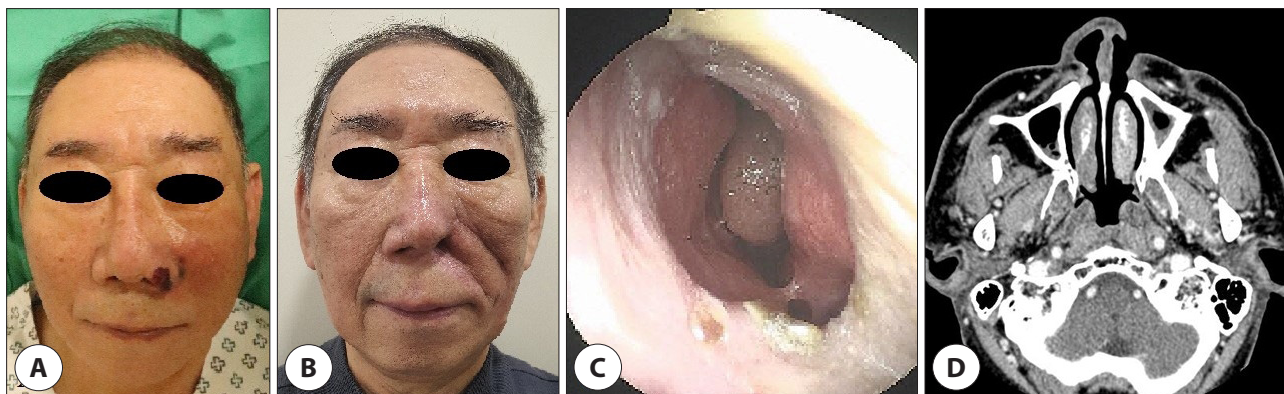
Preoperative and postoperative clinical findings and postoperative CT imaging. (A) Preoperative facial photograph, (B) postoperative facial photograph after 9 months, (C) postoperative nasal endoscopic finding shows no tumor recurrence after 9 months, (D) postoperative 12 months CT finding shows no tumor recurrence around left alar. CT: computed tomography.
